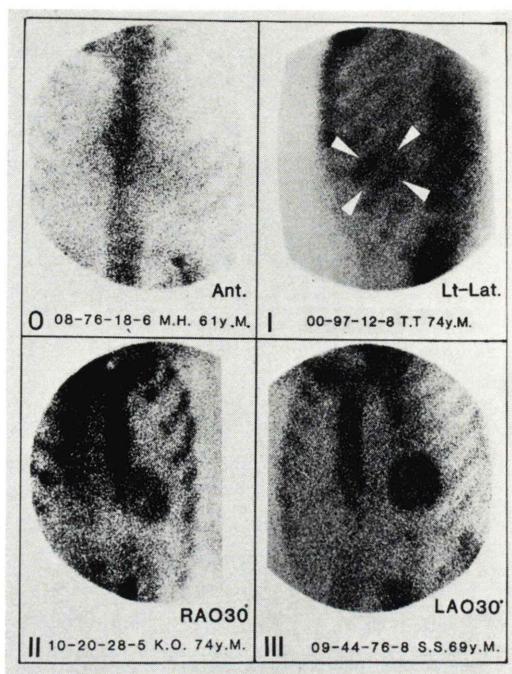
Grade of Tc-99m pyrophosphate myocardial scintigram in patients with myocardial infarction.
